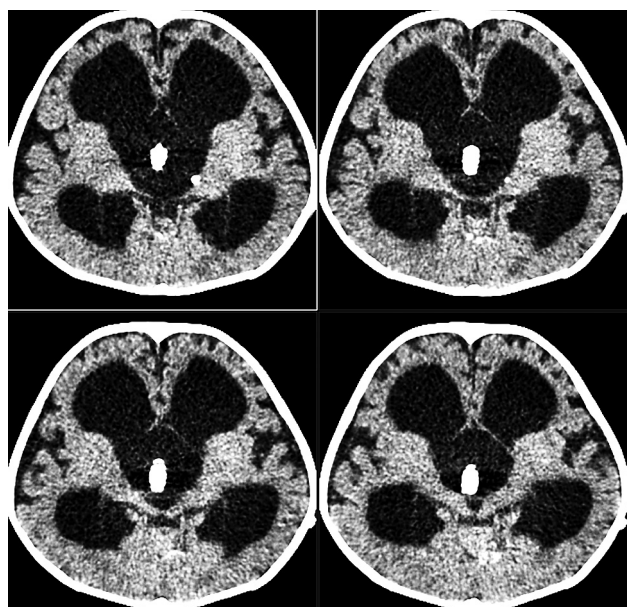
МСКТ-вентрикулография (серия аксиальных срезов): III желудочек отдельно четко не дифференцируется. Боковые желудочки расширены. На фоне контрастированных боковых желудочков определяется неправильной формы полость с четкими ровными контурами, не заполненная контрастным веществом. Кистозный катетер располагается за пределами кисты — миграция кистозного катетера
